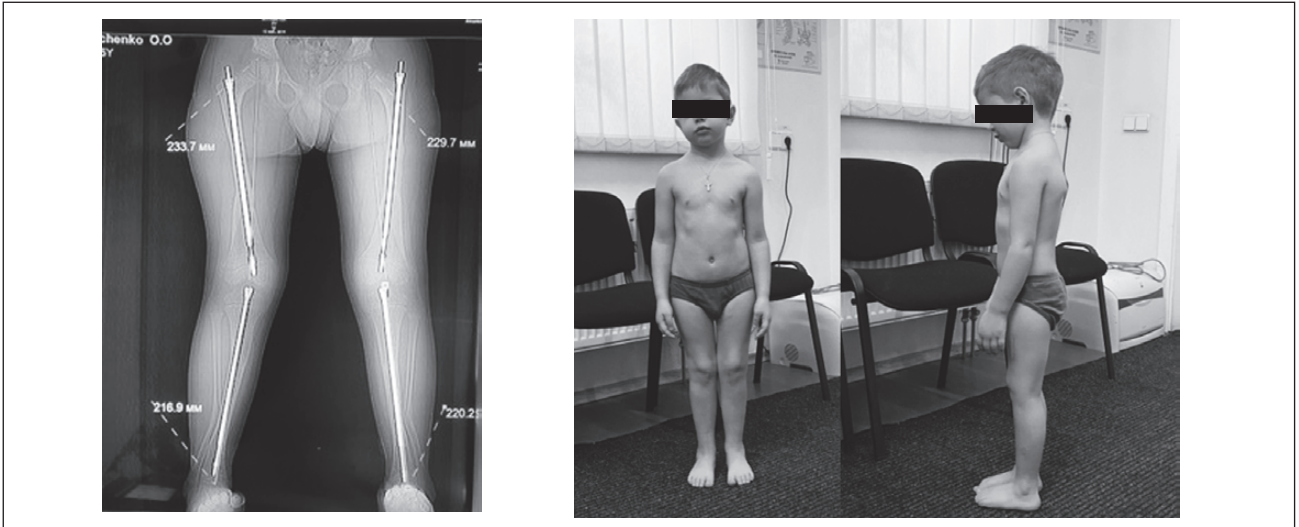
Пацієнт Г. Діагноз: вітамін-D-залежний рахіт 2-го типу, багатоплощинні деформації нижніх кінцівок. Рентгенограма і загальний вигляд після оперативної корекції багатоплощинних деформацій із застосуванням фіксаторів Fassier-Duval
